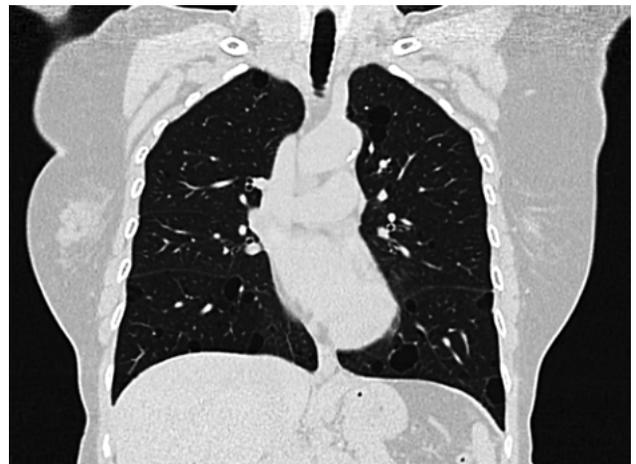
Caso hijo número 5. Tomografía computada de tórax de alta resolución. Reconstrucción coronal en ventana de pulmón. Manifestaciones pulmonares.
